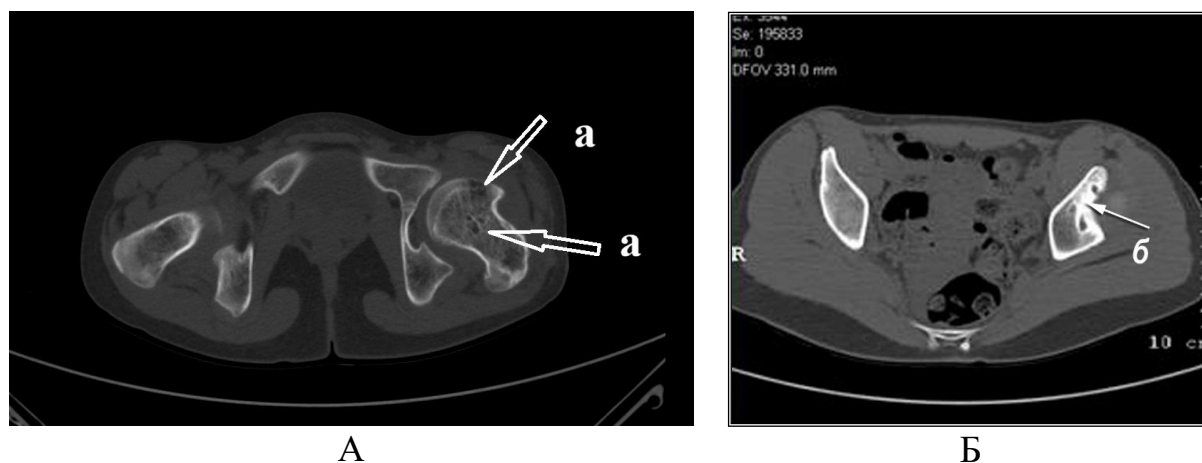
Рентгенологические проявления дегенеративно-дистрофических изменений тазового и бедренного компонентов тазобедренного сустава: А - оценка суставной щели, наличие и расположение костных кист, степень их сформированности и связь с полостью сустава; Б - характеристика субхондрального костного слоя.
